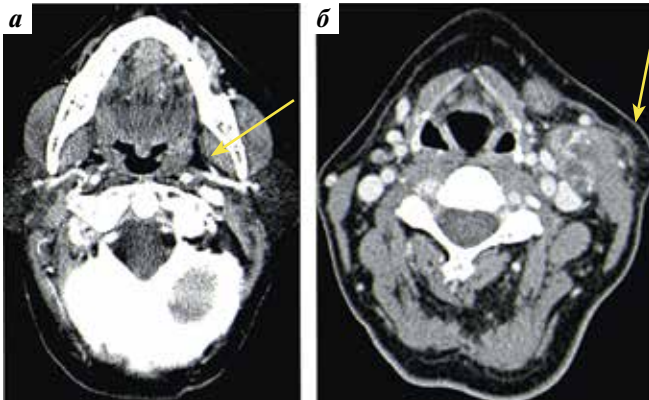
Компьютерная томография с контрастированием пациентки Т. с p16-отрицательным раком ротоглотки cT1N2bM0: а – увеличение размеров левой нёбной миндалины (указано стрелкой); б – метастатически изменённый лимфатический узел на шее слева (уровень IIb) (указано стрелкой)
